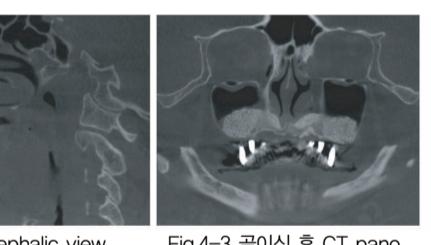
CT cephalic view
